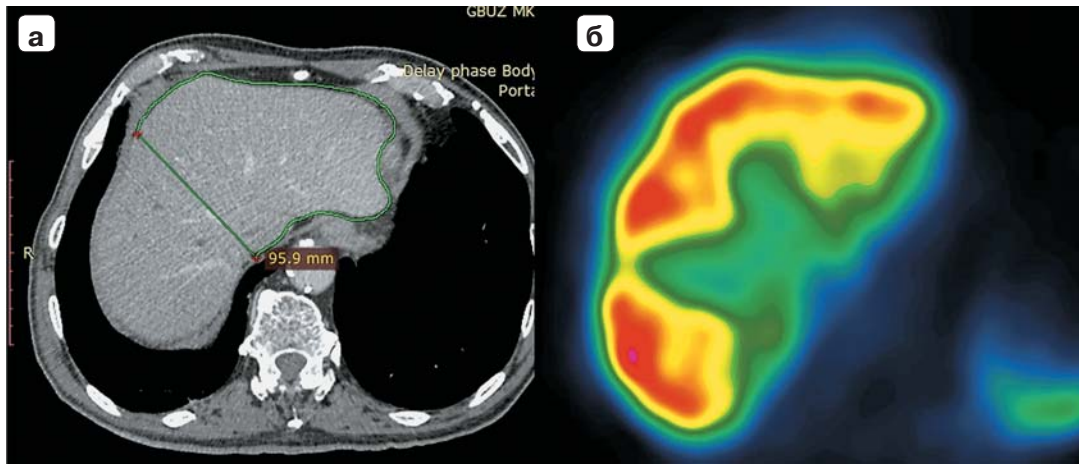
Способ волюметрической оценки печени: а – компьютерная томограмма; б – сцинтиграмма.
